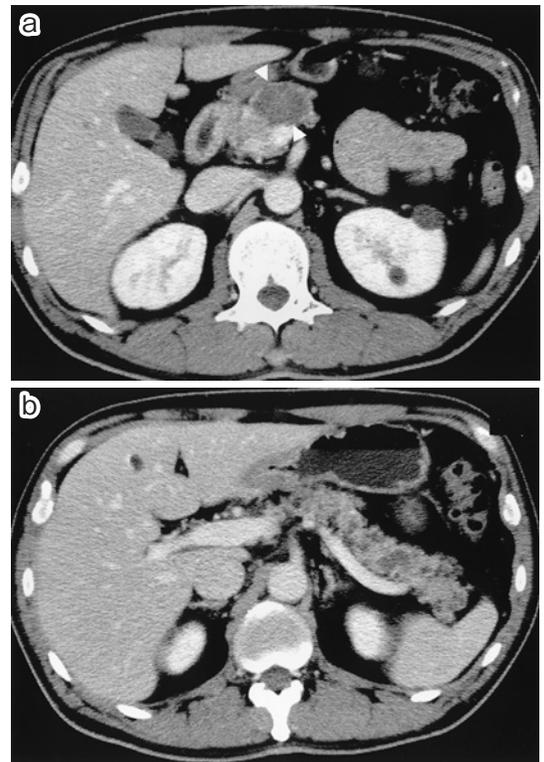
Abdominal CT revealed a 3.5×2.7cm sized cystic tumor in the head of pancreas (a) and multiple small cystic lesion in the body and tail of pancreas (b).
